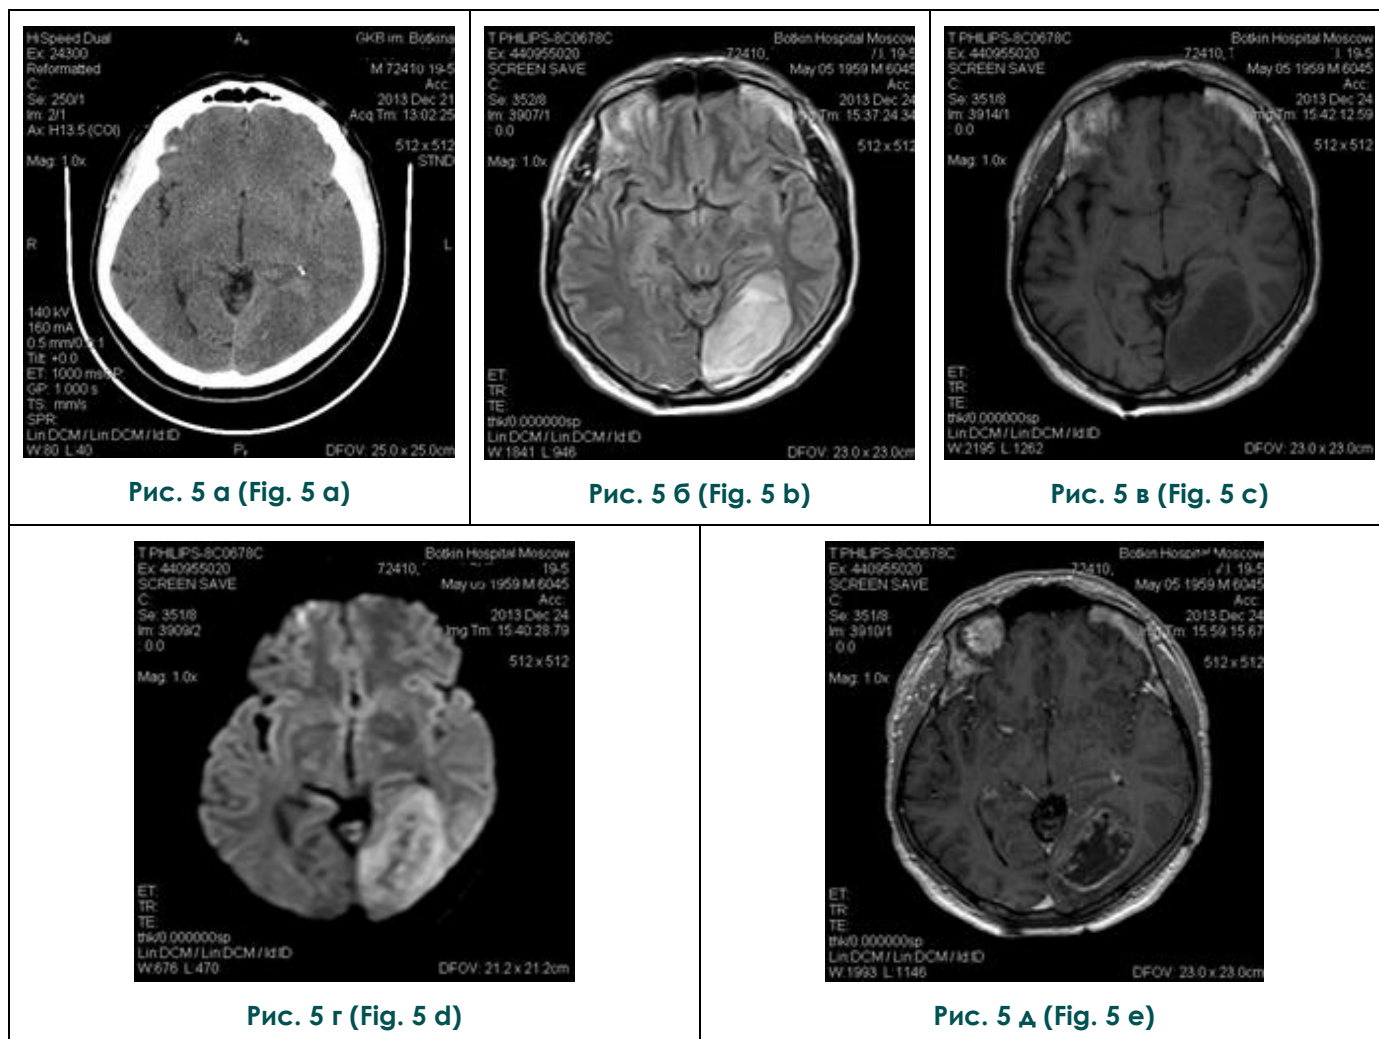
Анапластическая астроцитома в затылочной области левого полушария, «симулирующая» зону ОНМК по ишемическому типу в бассейне левой ЗМА при нативных КТ и МРТ.
